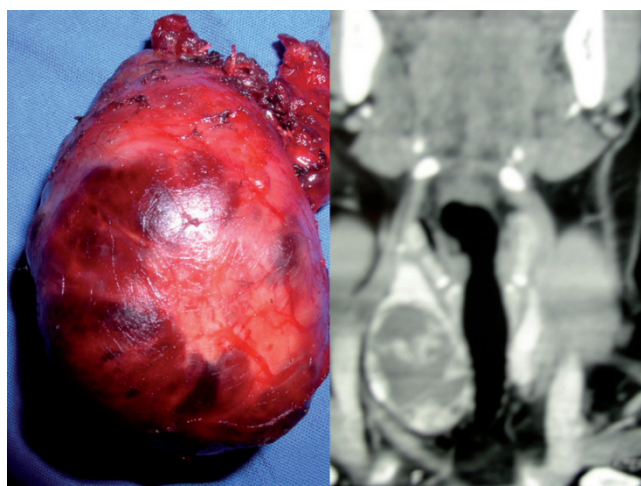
Tiroidectomía total. Gran bocio tiroideo derecho que desplaza y colapsa la tráquea en la tomografía de cuello contrastada.
